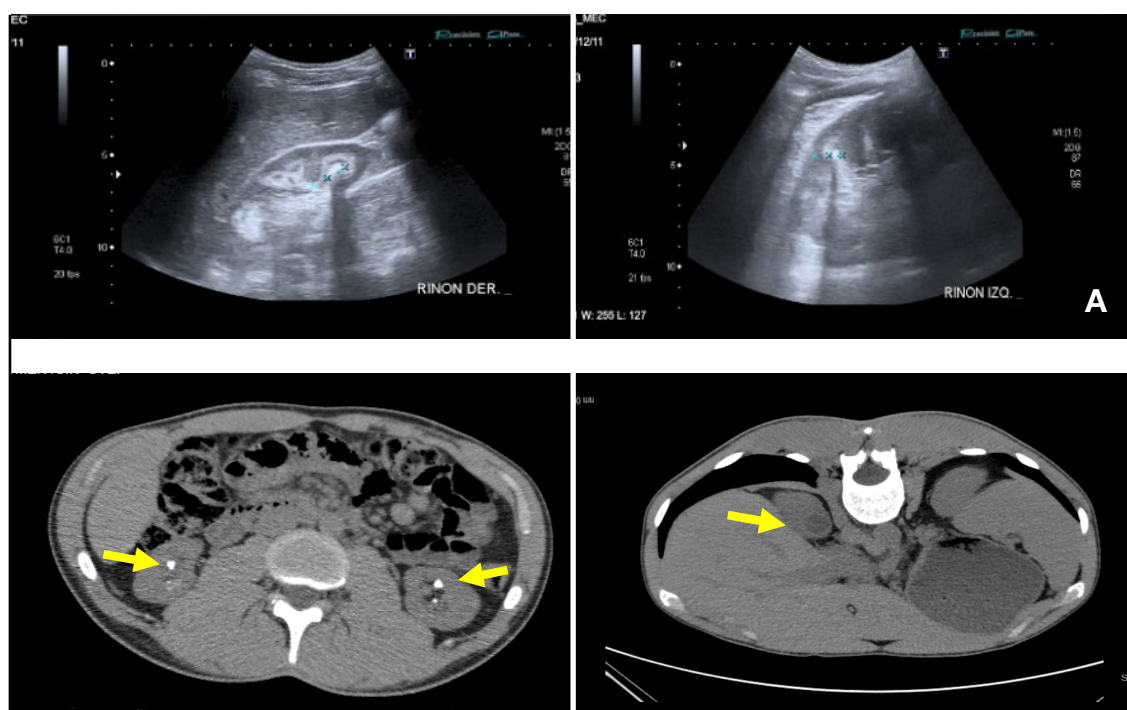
A. Ecografía de ambos riñones donde se advierte litiasis y depósitos de calcio. B. Tomografía computarizada de riñones, se advierte litiasis renal (flechas en imagen derecha) y quiste (flecha imagen izquierda).
